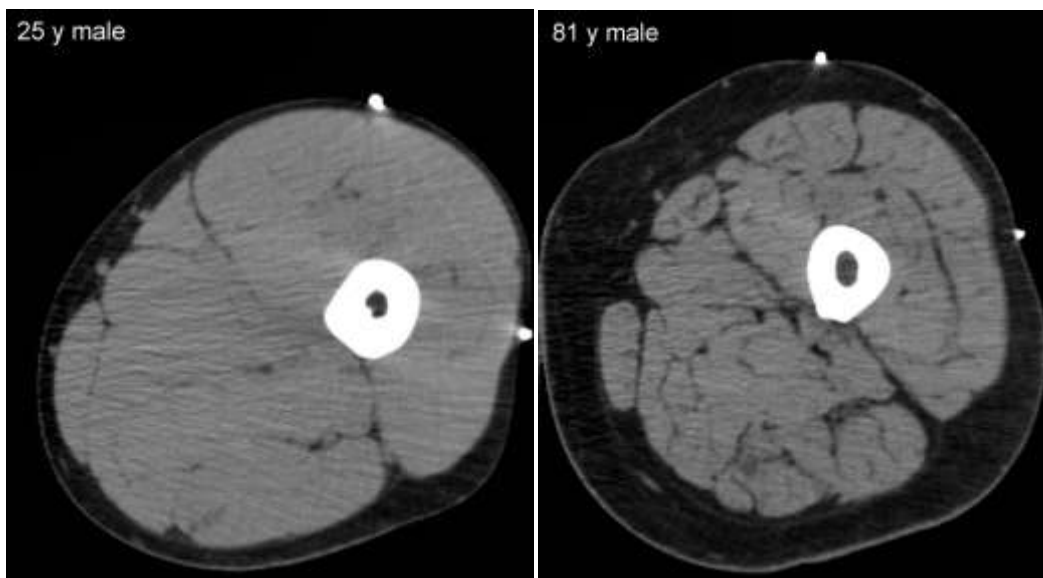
Computer Tomographie des Oberschenkels eines 25-jährigen und eines 81-jährigen Mannes [Koopman und van Loon, 2009]
